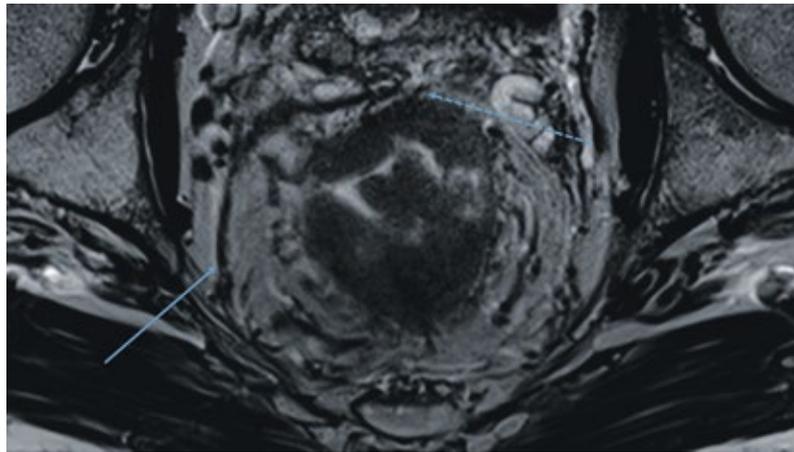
Rektumkarzinom mit Infiltration der mesorektalen Faszie im MRT. In der T2-gewichteten Aufnahme ist der mesorektale Raum umgeben von der mesorektalen Faszie (→) demonstriert. Das abgebildete Rektumkarzinom im Stadium cT4 infiltriert ventral die Faszie (→).
